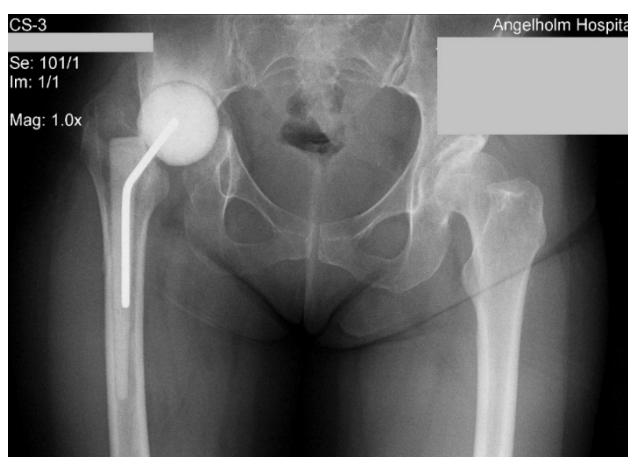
Рентгенограма обох кульшових суглобів хворої Ж. перед виконанням другого етапу ДРЕ – встановлення тотального цементного ендопротеза правого КС.
